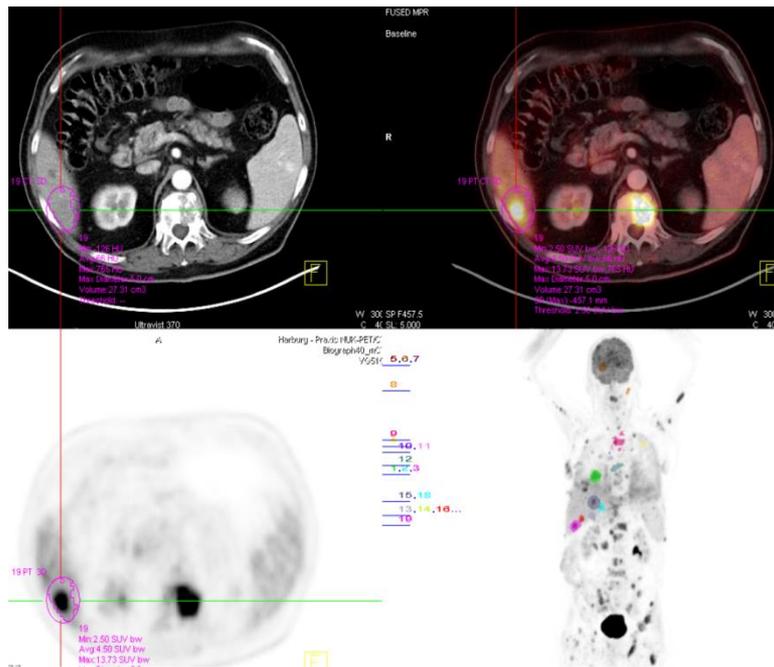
Nachweis einer diffusen Metastasierung im PET/CT
